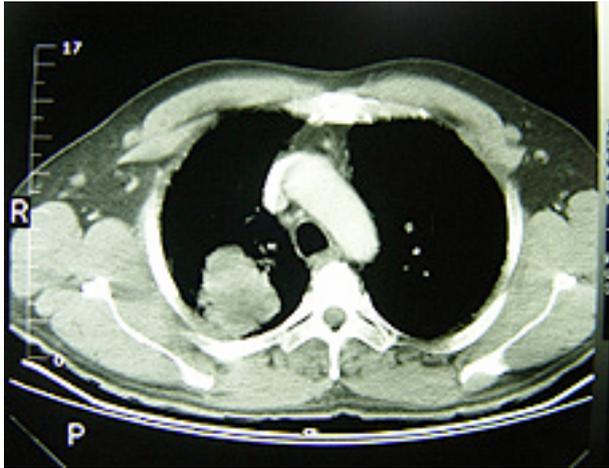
Imagen de TAC de Tórax, evidencia masa tumoral en pulmón derecho (pared posterior) que infiltra pared torácica (T3).
